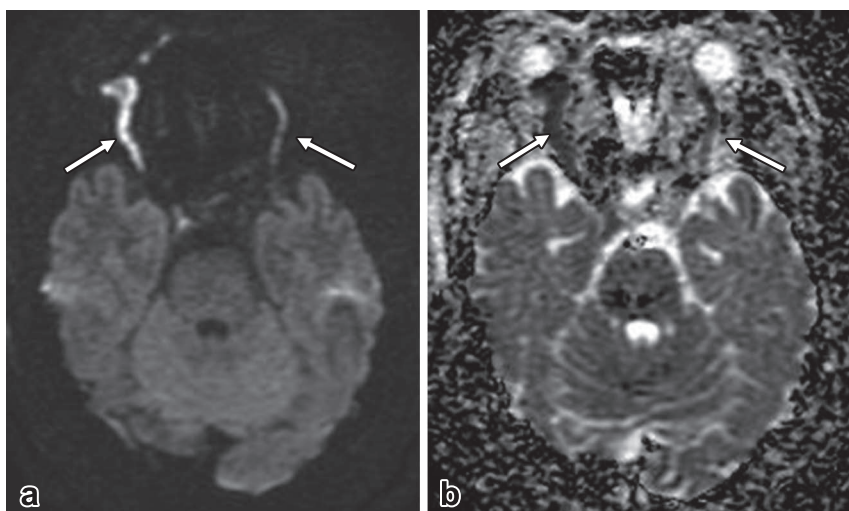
MRI findings on presentation.
